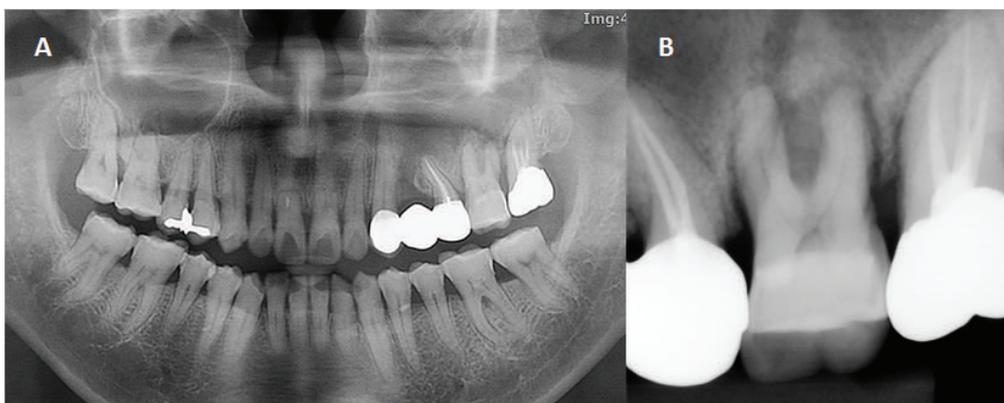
A. 초진 파노라마 방사선 사진. 좌측 상악동 내에 방사선 불투과상이 관찰된다. B. 구내 방사선 사진. 치근 주위로 심한 치조골 흡수 양상이 관찰된다.
